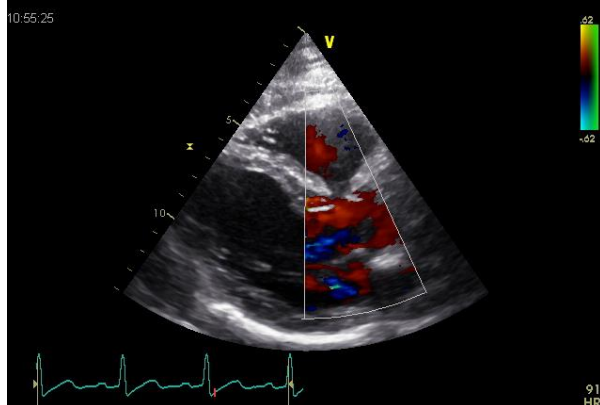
Farbdoppler über der Mitralklappe/ Aortenklappe
